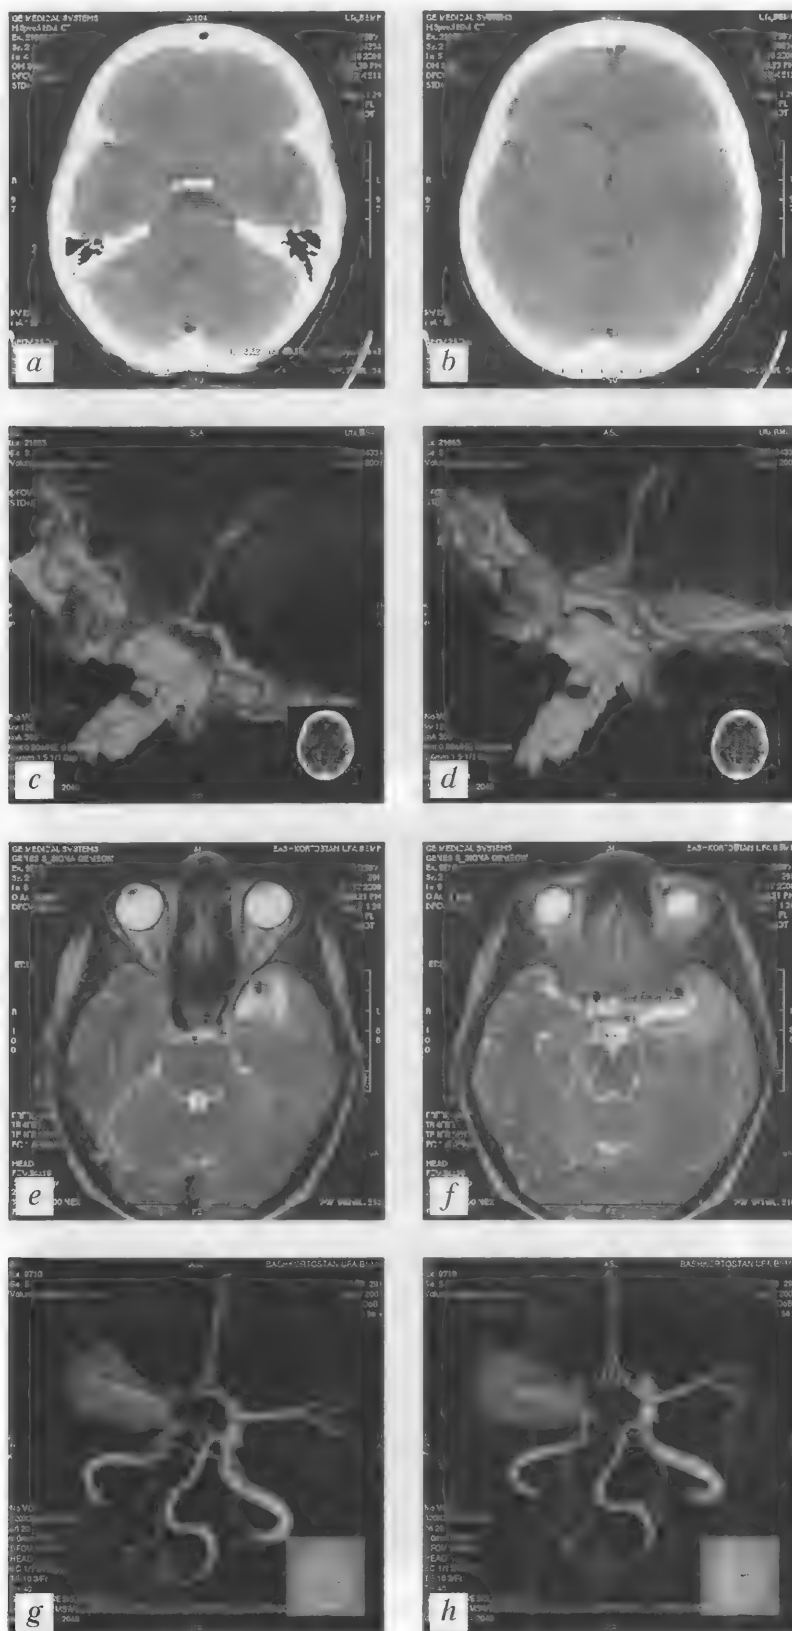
Больная П., 38 лет. Артериальная аневризма левой средней мозговой артерии. Аневризматическое кровоизлияние в стадии частичной резорбции. КТ (неконтрастная) — *a, b*; СКТА — *c, d*; МРТ (ax T2-ВИ) — *e, f*; МРА — *g, h*
